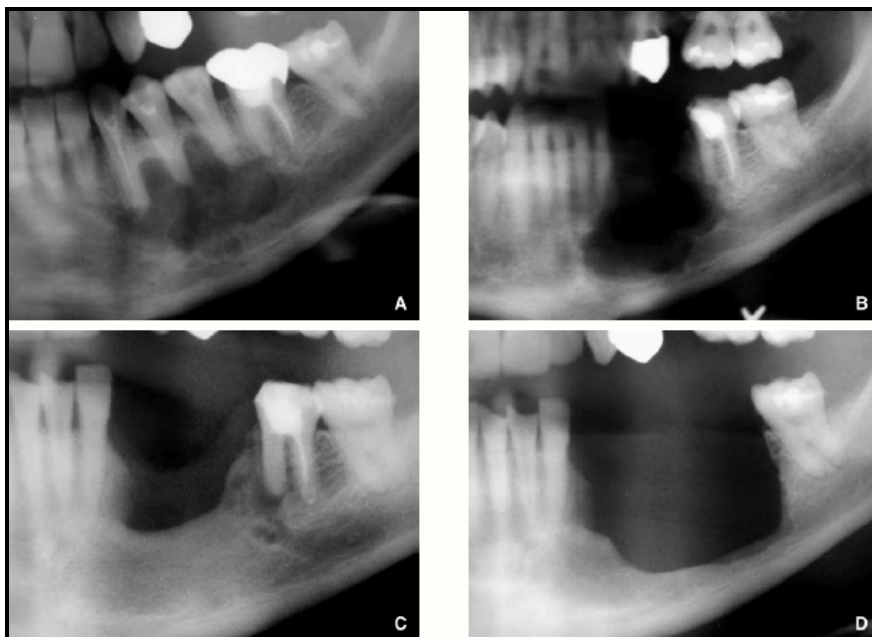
Améloblastome de la branche horizontale mandibulaire gauche en regard de 33-35 (A) ; en B : contrôle radiographique après son énucléation conservatrice. Récidive de ce même améloblastome à 2 ans (C) ; reprise chirurgicale par énucléoréssection osseuse (mandibulectomie non interruptrice) et contrôle radiographique 1 an après (D). (69).
